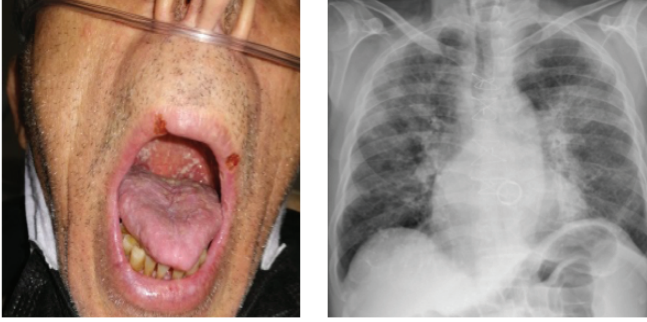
Dil üzerinde psödomembranöz plaklar ve PA akciğer grafisinde bilateral infiltrasyonlar
